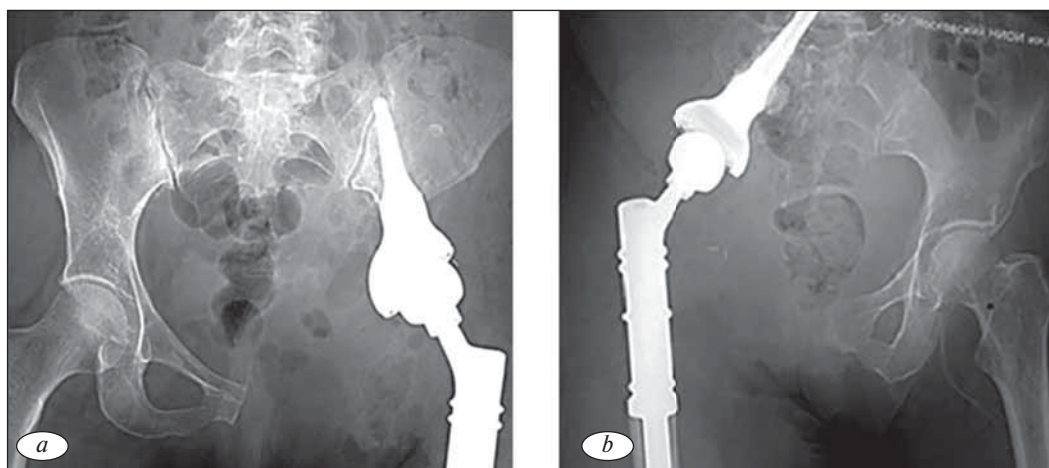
Рентгенограмма костей таза после операции: *a* — коническая ножка имплантирована в оставшуюся после удаления опухоли часть подвздошной кости; *b* — коническая ножка имплантирована в крестец после удаления половины таза, пораженной опухолью
